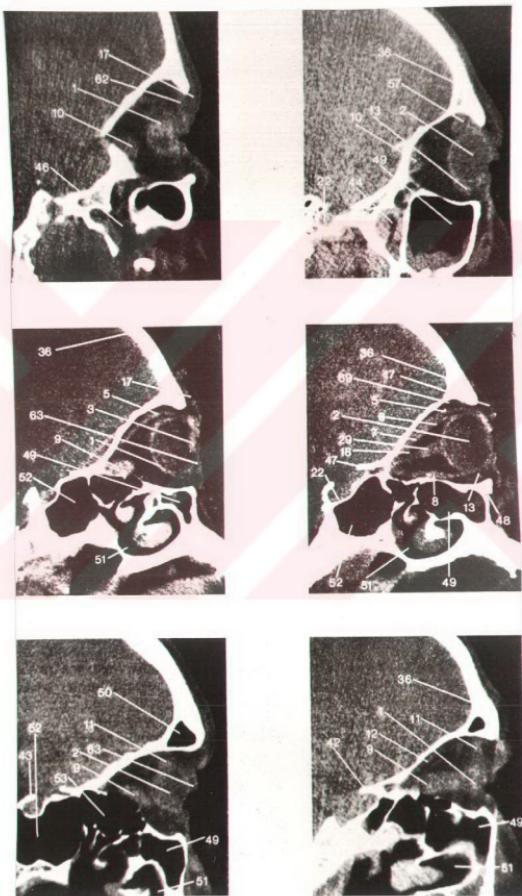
Aksiyel BT kesitleri
